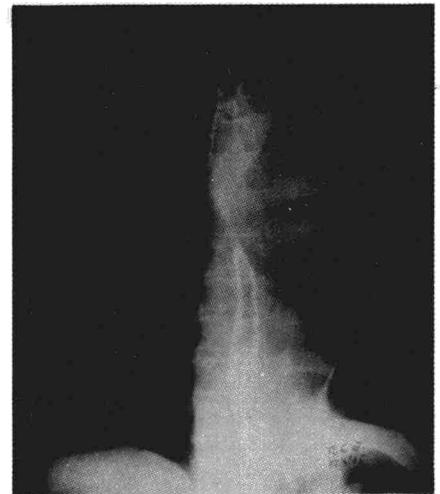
Radiografía AP penetrada. Desplazamiento sin infiltración de tráquea y bronquio principal izquierdo. Masa de densidad homogénea. Elevación de hemidiafragma.
